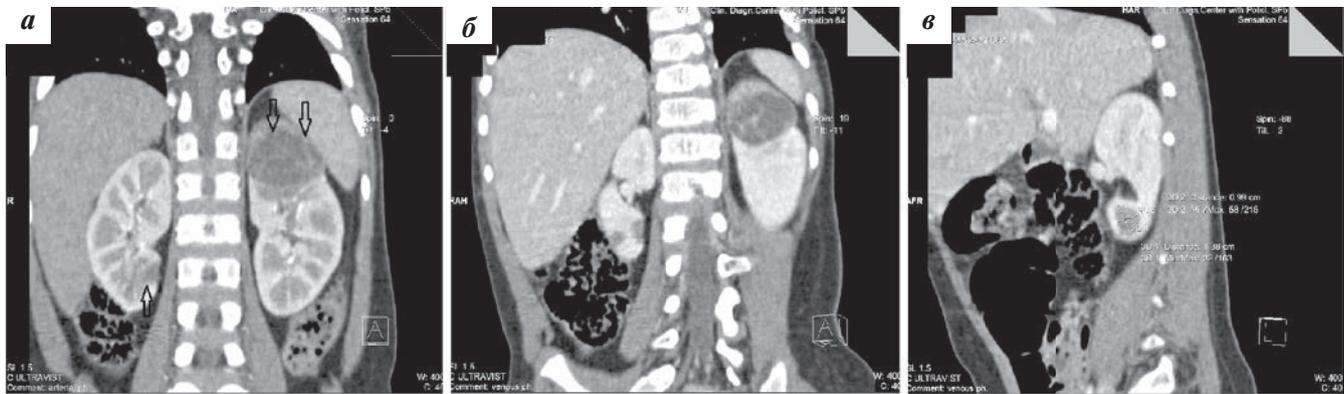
КТ брюшной полости и забрюшинного пространства через 5 нед ХТ: а, б – фронтальная проекция; в – сагиттальная проекция. Отмечено некоторое уменьшение размеров образований, увеличение кистозного компонента
